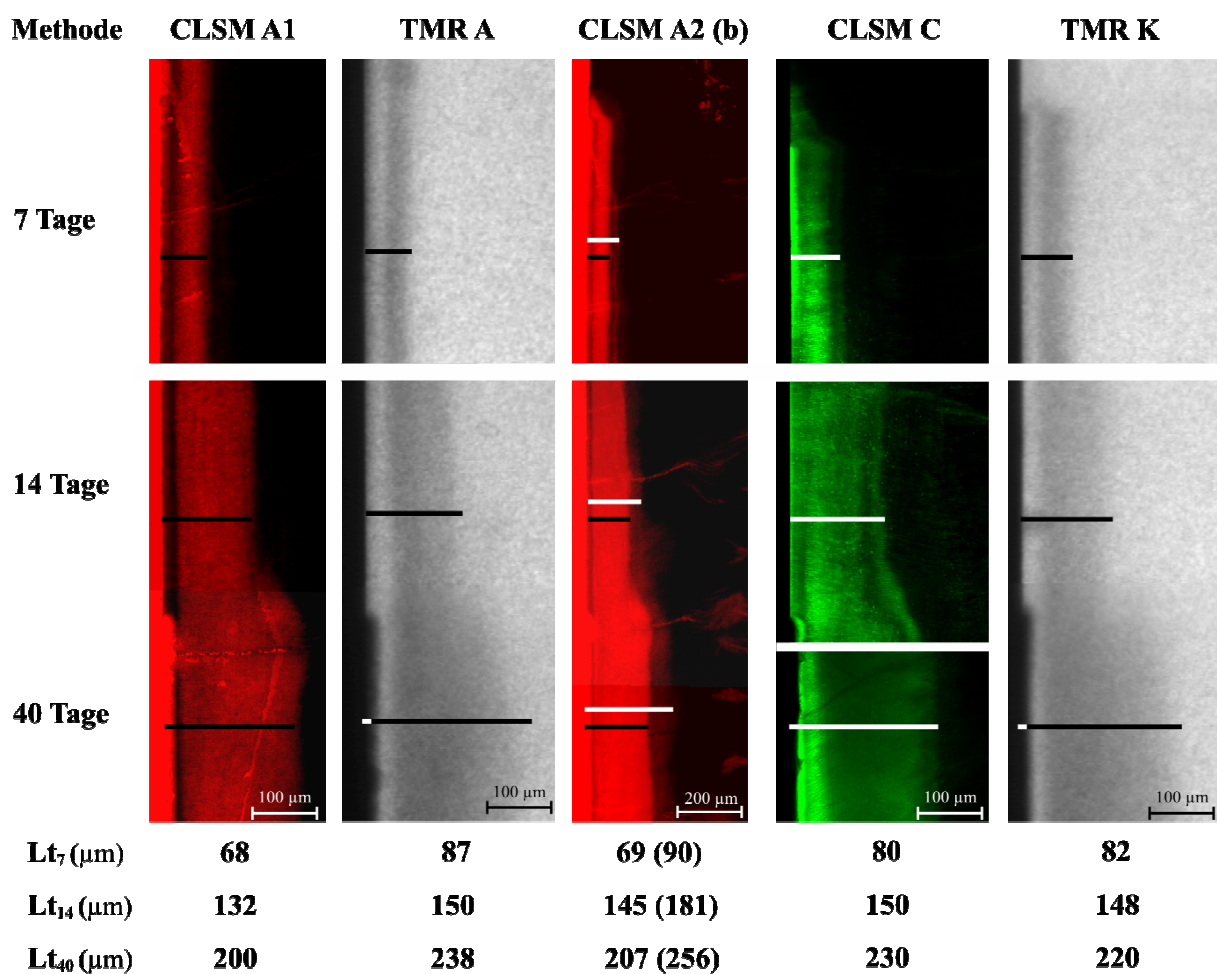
Exemplarische Darstellungen der drei Läsionsbereiche nach 7, 14 und 40 Tagen Demineralisation. Mit den Methoden CLSM A1 und CLSM A2 wurden bei allen drei Zeiten vergleichbare Läsionstiefen (schwarze Balken) gemessen, während mit Methode CLSM C in diesem Beispiel nur leicht höhere Läsionstiefen gemessen wurden. Die mikroradiografisch bestimmten Läsionstiefen der mit Spurr's Kunststoff penetrierten Proben (TMR A) sind mit denen der unbehandelten Kontrollen (TMR K) vergleichbar. Die Läsionstiefen, die mit der Methode CLSM A2 b (weiße Balken) bestimmt wurden, waren höher als die mit den anderen Methoden bestimmten Tiefen.
